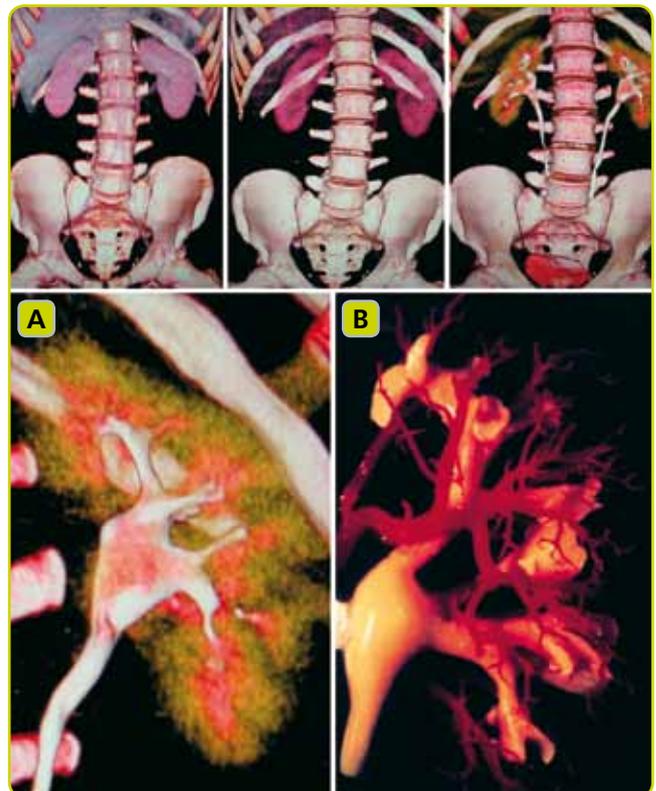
Tomografía computarizada de la fase excretora de contraste, en la que se ven tanto los riñones conformados por una estructura parenquimatosa mixta (corteza y médula) como la vía excretora distal. En el detalle inferior, puede apreciarse la estructura parenquimatosa renal conformada por la corteza (verde) y la médula (rojo). A. La vía excretora ha sido coloreada de blanco y puede apreciarse el sistema pielocalicial, la pelvis renal, la unión ureteropielíca y la porción proximal del uréter. B. Por otro lado se representa la relación entre la vascularización intrarrenal y el sistema pielocalicial.
